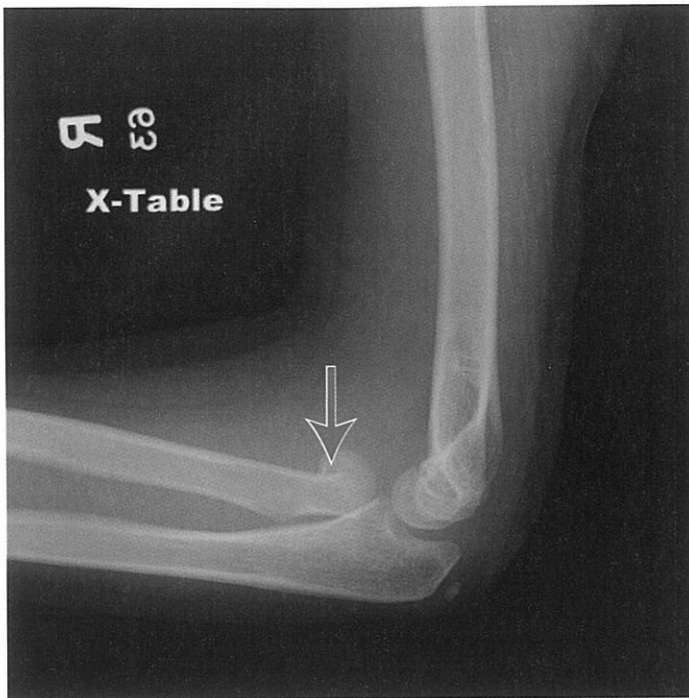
Radiografie laterală ce indică o fractură a capului radial (săgeată). [Imagine folosită cu permisiunea Centrului Medical Wake, Raleigh, NC.]
